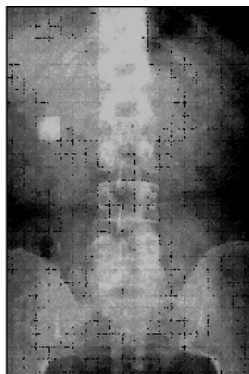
Radiografie renală simplă. Calcul renal drept
